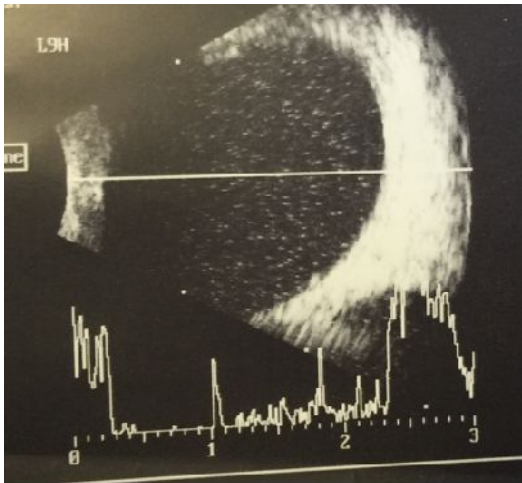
Ultrassonografia de OD
